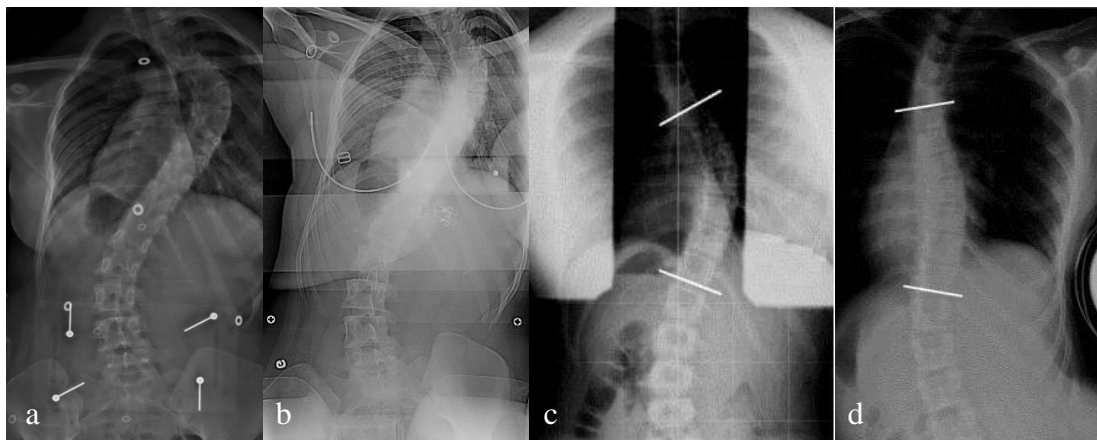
Effets des manipulations frontales en DV ((Driscoll, 2010) a : radiographie debout et b : en DV avec déplacement latéral des membres inférieurs et du tronc) et du fulcrum bending ((Hay, 2008) c : Radiographie debout et d : en DL sur le fulcrum) sur les courbures frontales de la colonne
